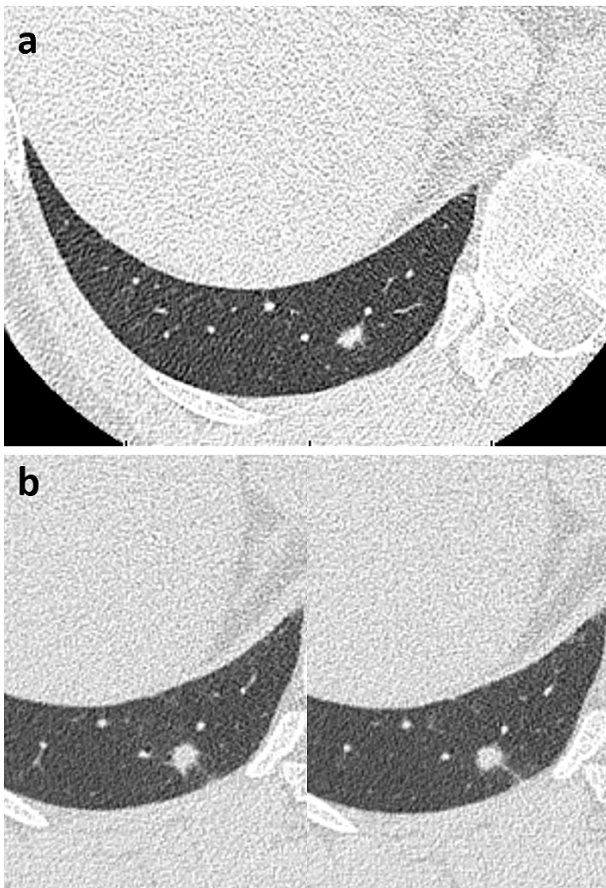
Chest CT showed a nodule of 7 mm in diameter in the right lower lobe (a). Ten months later, the nodule had grown to 11 mm in diameter and a pleural tag had developed (b).
